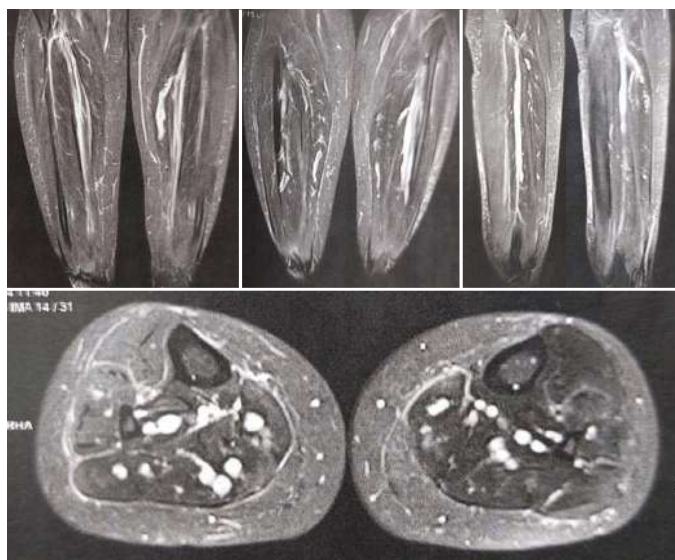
Imagens da ressonância nuclear magnética em T2 nos cortes coronal, sagital e axial, respectivamente, evidenciando aumento da vascularização venosa intramuscular do tríceps sural.
